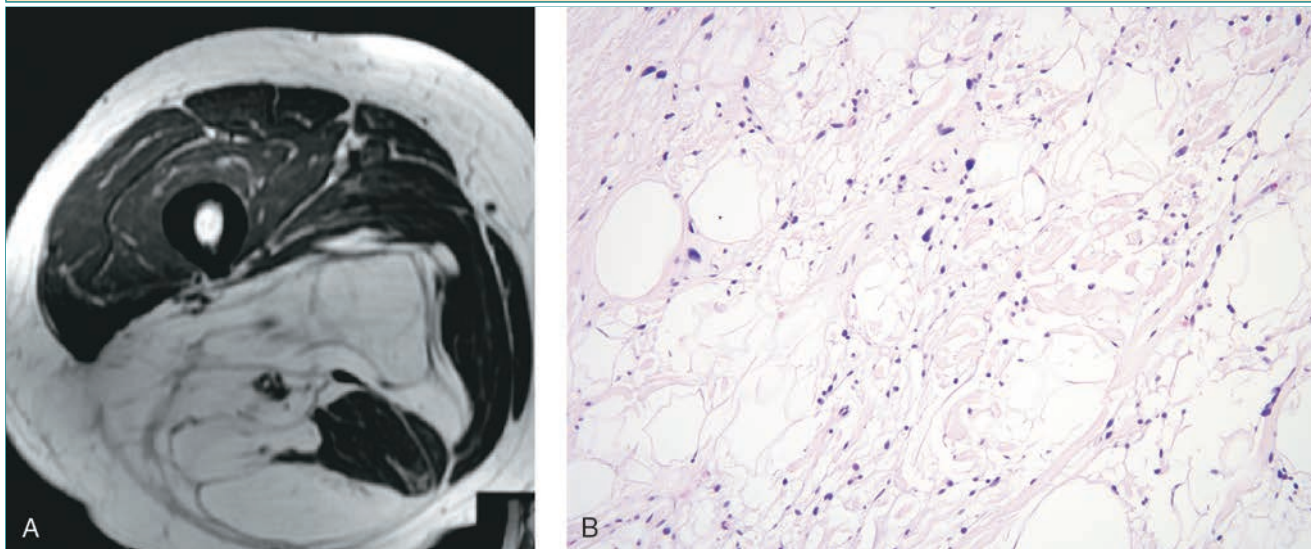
Lipoma atípico. A, La RM axial revela una lesión lipomatosa intramuscular extensa que infiltra la musculatura de la región posterior del muslo. Obsérvese la extensa estriación en el interior de la lesión. Esta imagen no permite distinguir un lipoma intramuscular de un lipoma atípico. B, La imagen microscópica de este lipoma atípico es más celular que la del lipoma típico (hematoxilina y eosina).
